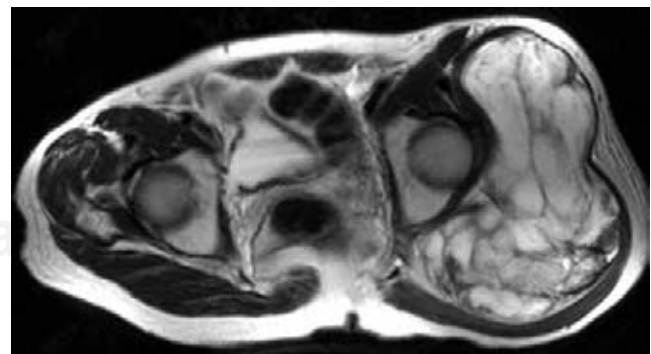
RM de pelvis. Secuencia T2. Axial: La tumoración se aprecia hiperintensa por su contenido líquido – mixoide, acompañado de múltiples septos hipointensos en su interior.
